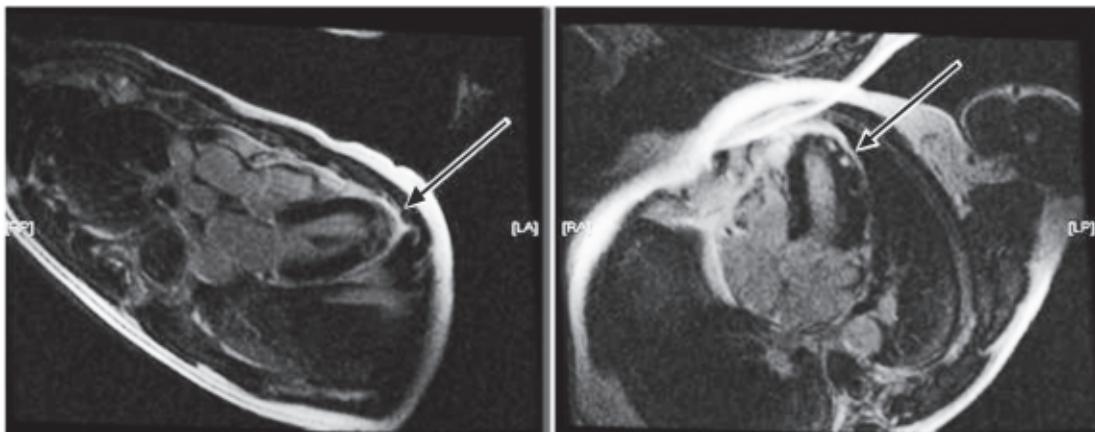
Imagen de cardiorresonancia magnética. Plano de entrada-salida del ventrículo izquierdo. Imagen obtenida a los 10 min de la inyección de gadolinio. Las flechas señalan el patrón de captación parcheada intramiocárdica de gadolinio.
